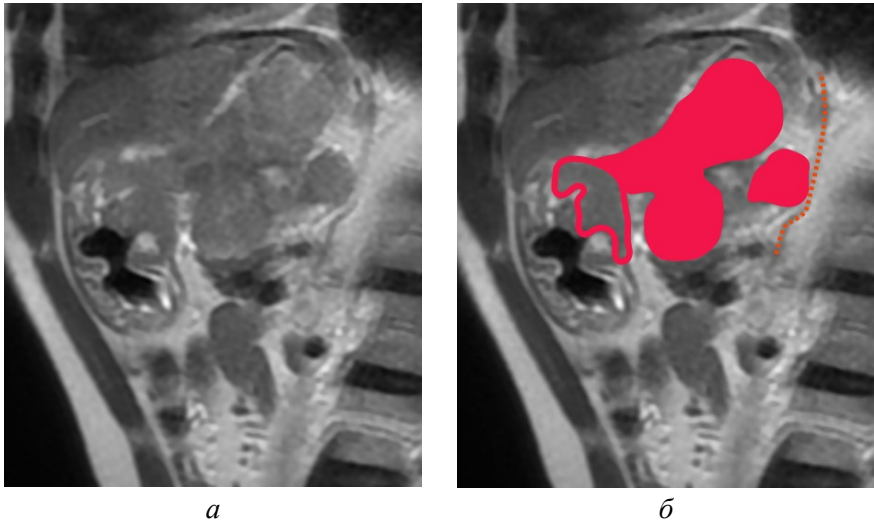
МРТ желудка. T2-ВИ. На уровне кардиального отдела и тела желудка определяется циркулярная опухоль (красная линия) с инвазией клетчатки в виде крупных узлов (красная зона). По большой кривизне желудка один из узлов прилежит к листку брюшины с её вовлечением (оранжевая линия): а – сагиттальная плоскость, б – сагиттальная плоскость, аннотированное изображение [оригинальный рисунок].
